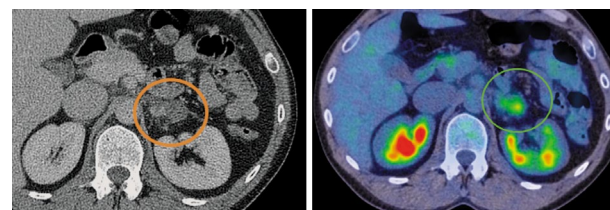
Больной С., 43 года. На аксиальной КТ- и совмещенной ПЭТ/КТ-проекциях в левом надпочечнике определяется образование размером 25×35 мм, с повышенной фиксацией радиофармпрепарата, SUVmax 3,44.
